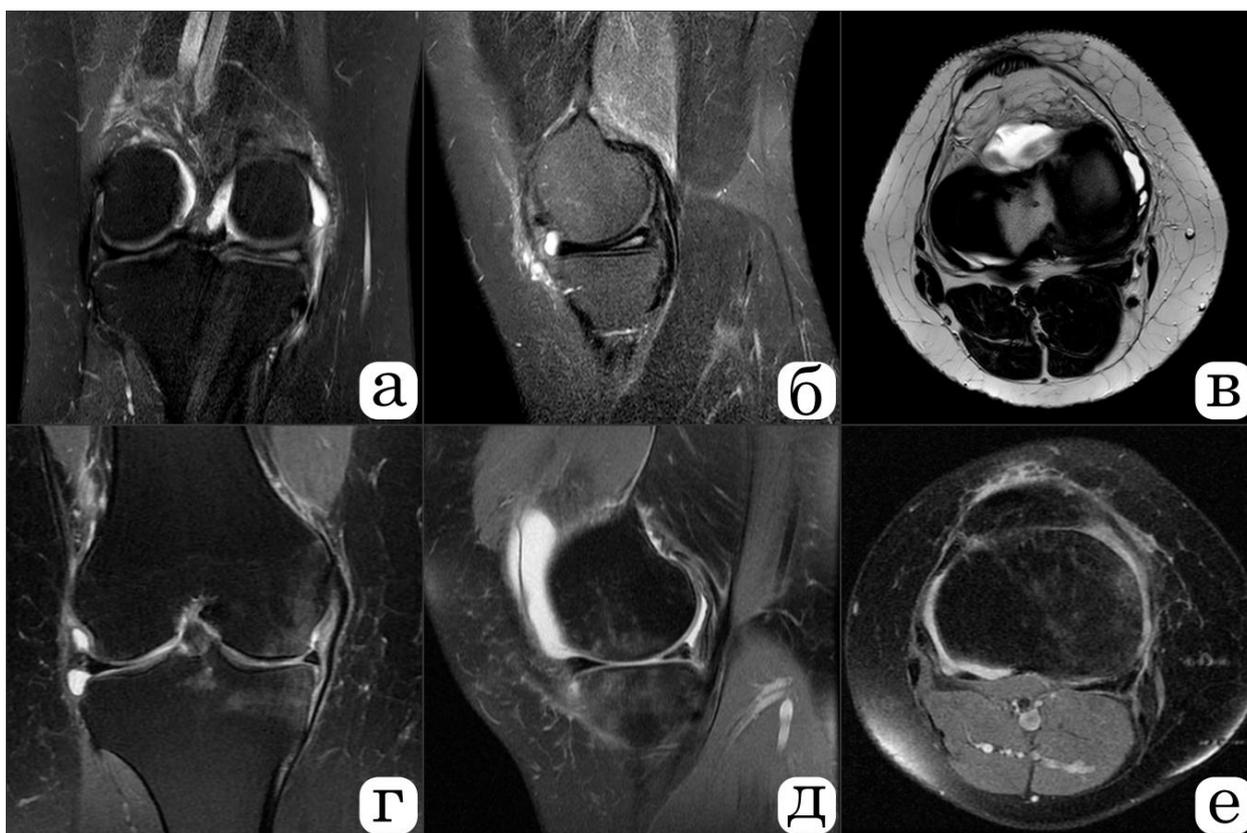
МР-томограммы правого коленного сустава пациентки В. с разрывом медиального мениска в режиме PD с подавлением сигнала от жировой ткани: а, б, в – корональная, сагиттальная и аксиальная проекции до оперативного вмешательства; г, д, е – корональная, сагиттальная и аксиальная проекции через 2 месяца после выполнения резекции внутреннего мениска, с развитием постартроскопического синдрома и отека субхондральной кости внутреннего мыщелка бедренной и большеберцовой костей
